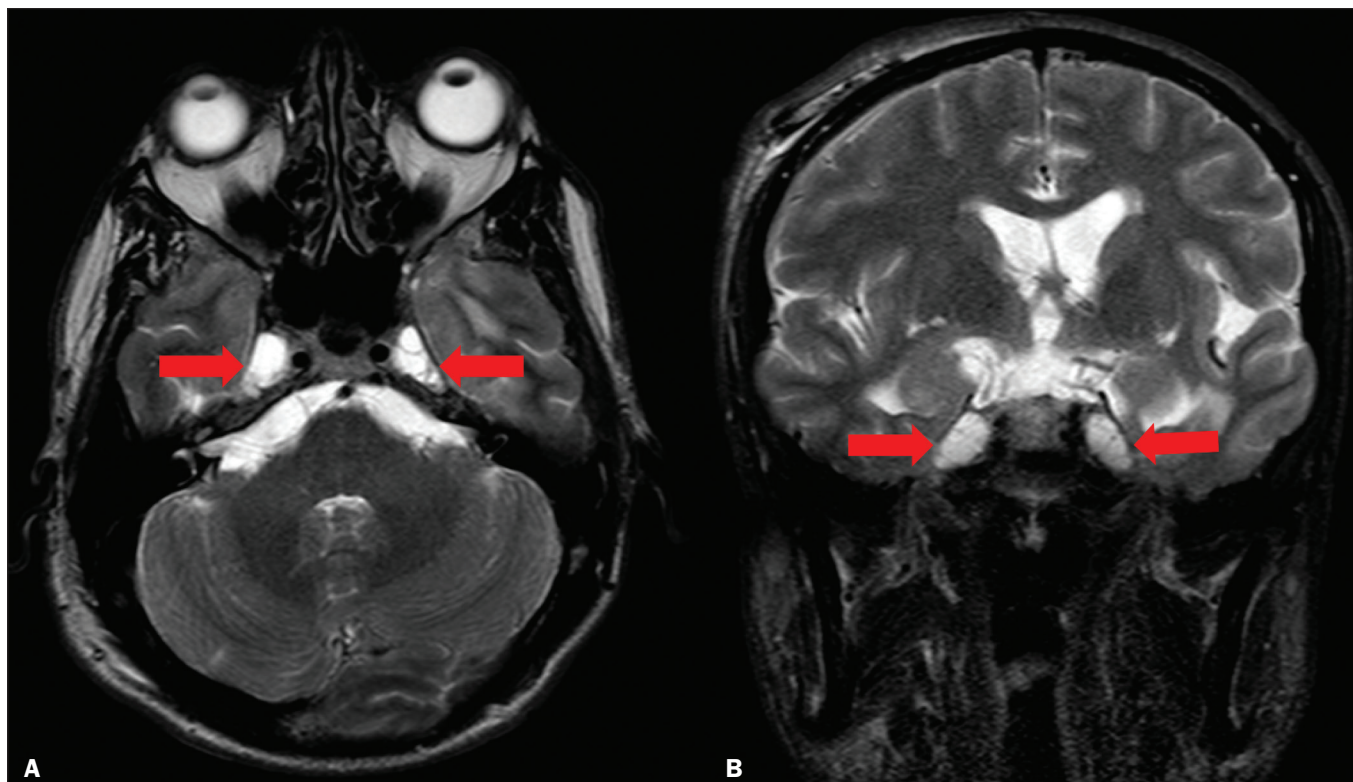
Imagens de RM axial (A) e coronal T2 (B) mostram ectasia dos cava de Meckel (setas), alteração que pode ser observada no contexto da HII. Como achados não associados, observam-se alterações pós-cirúrgicas nos tecidos extracranianos da convexidade frontal direita e alteração de sinal periventricular temporal esquerda, e diminuta sequela isquêmica corticossubcortical na periferia do hemisfério cerebelar direito.
